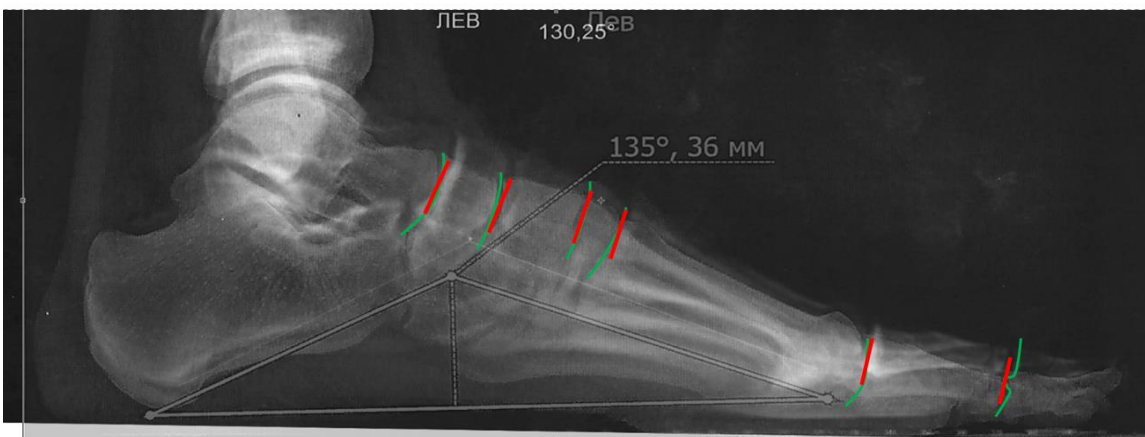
Разметка суставных поверхностей на рентгенограммах левой стопы
